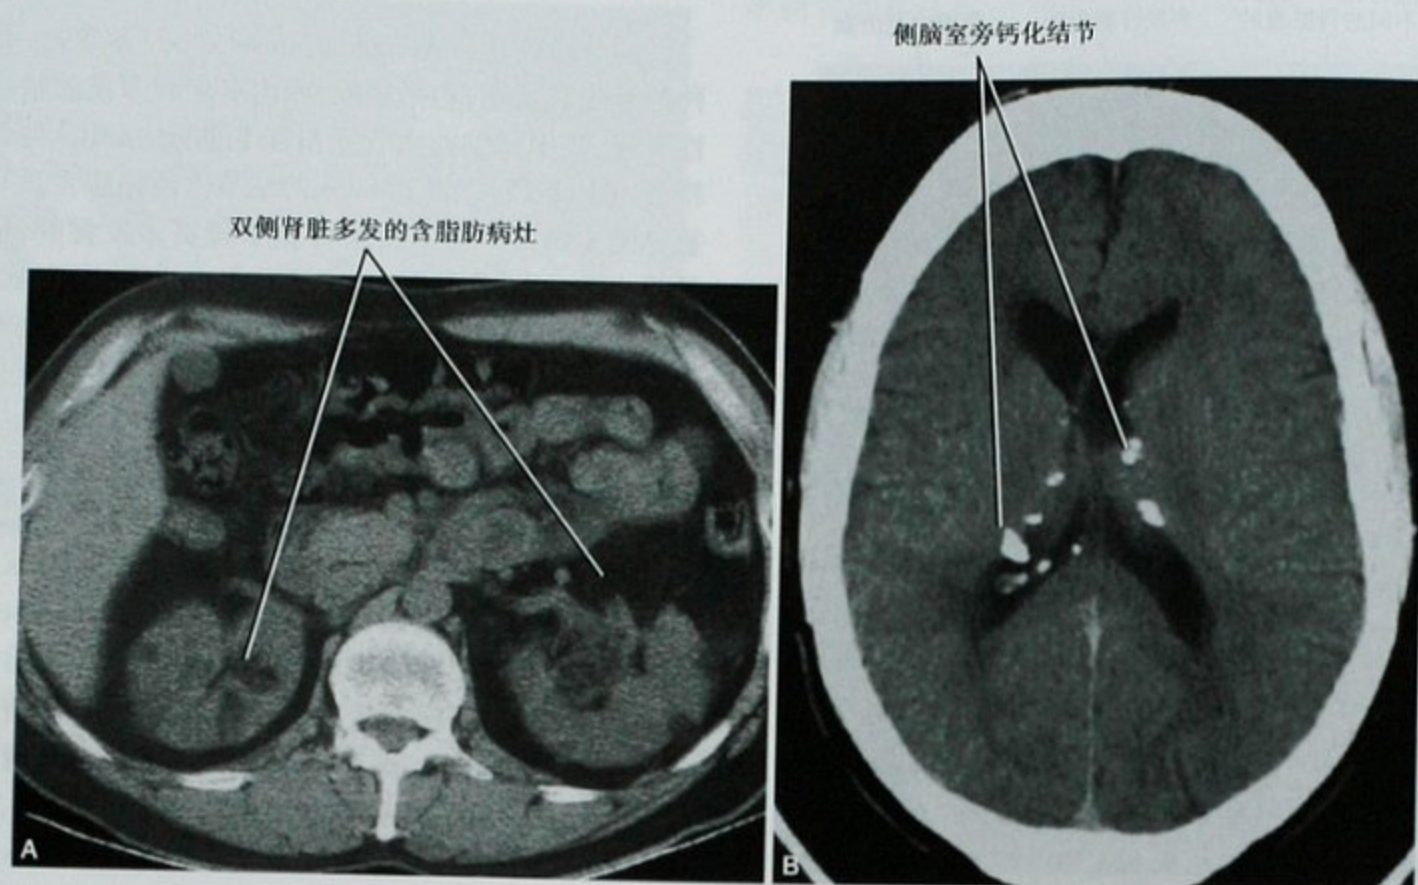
结节性硬化和多发肾脏血管平滑肌脂肪瘤,肾脏(A)和脑部(B)CT横断面平扫
